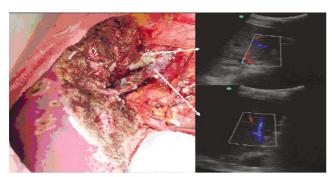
Intra-operative doppler ultrasonography shows good patency and flow of reconstructed hepatic veins.
